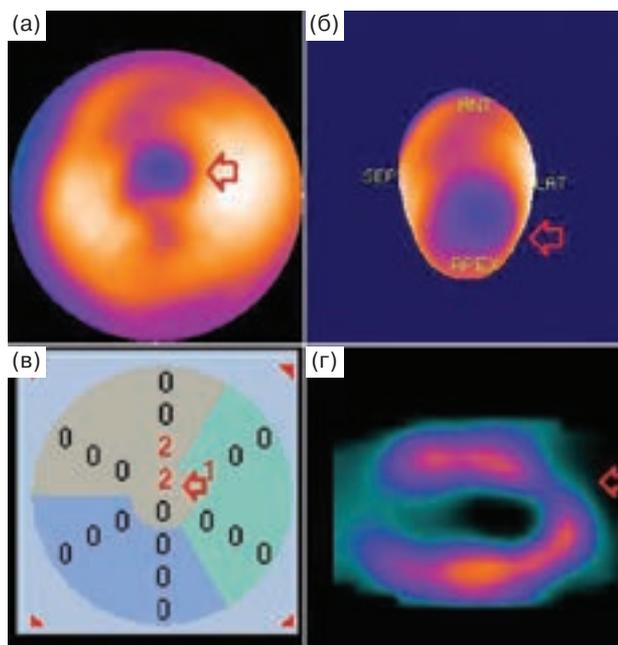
Перфузионная томосцинтиграфия миокарда того же больного. Объяснения в тексте.
